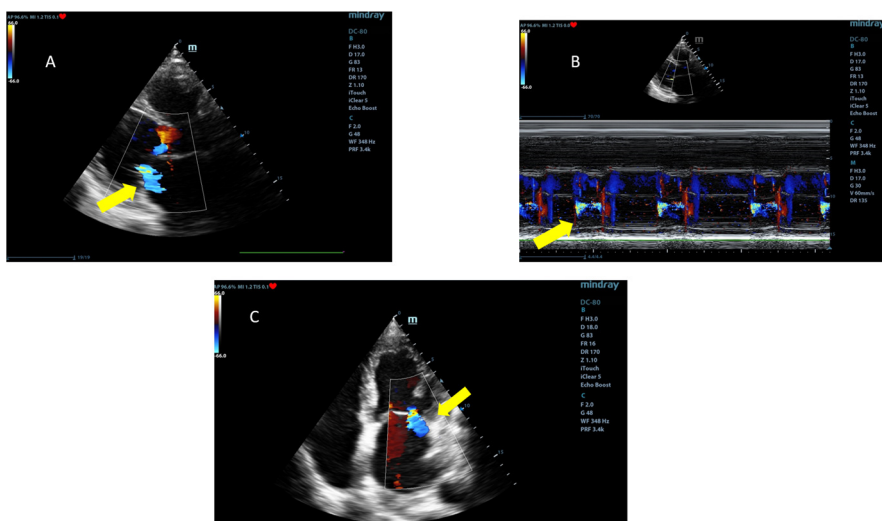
Ecocardiografie mod 2D cu Doppler color (A-parasternal ax lung; C-apical 4 camere) și mod M-color (B): regurgitare mitrală (jetul albastru)
